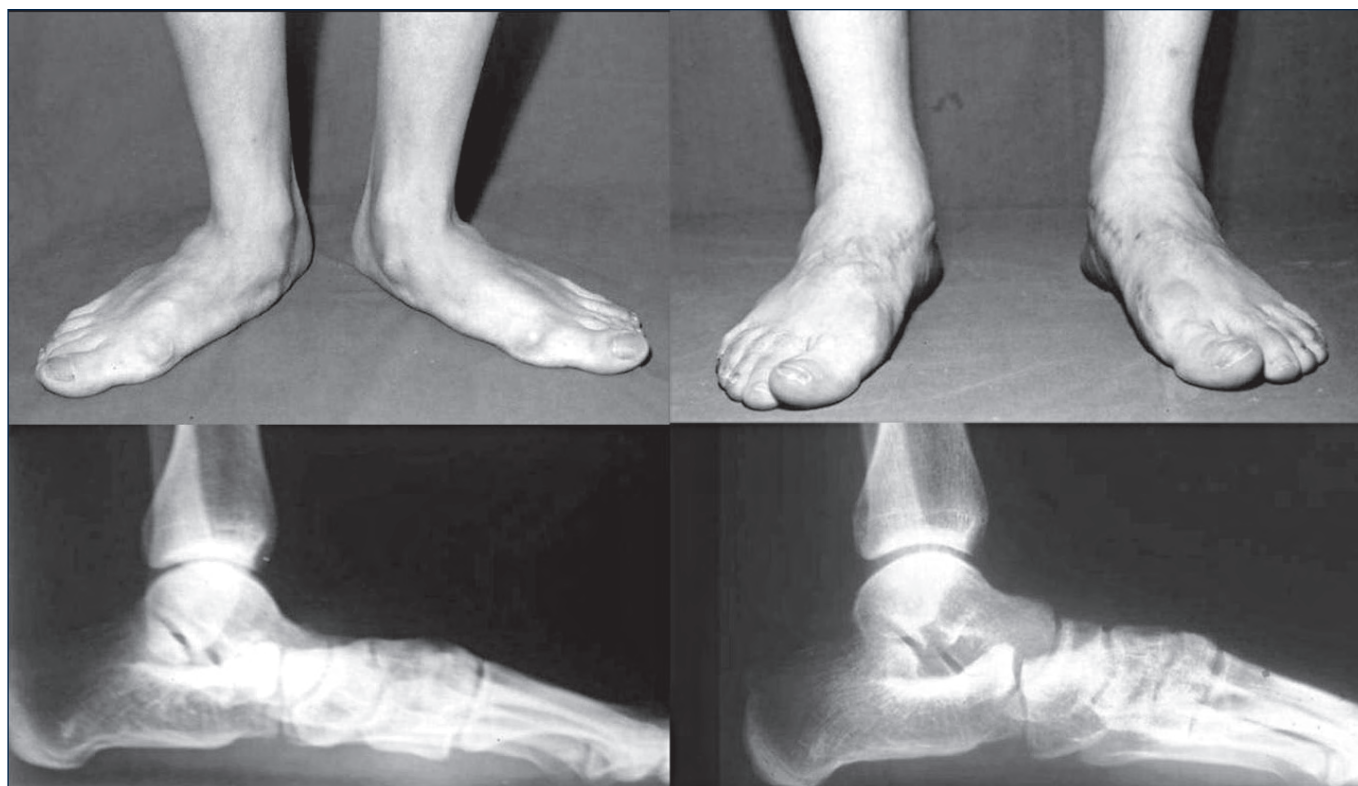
Maschio anni 32. Aspetto clinico e radiografico preoperatorio e dopo 4 anni e mezzo dell'intervento di artroresi della sottoastragala mediante protesi riassorbibile associato ad allungamento per cutaneo del tendine di Achille e tempo interno di ritenzione del tibiale posteriore.
